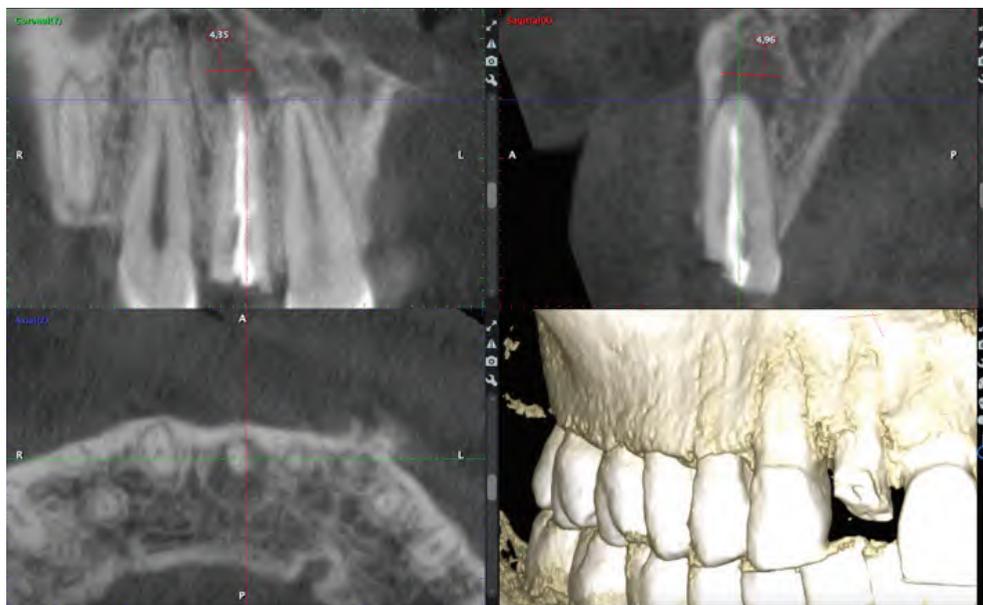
Срез конусно-лучевой компьютерной томографии
